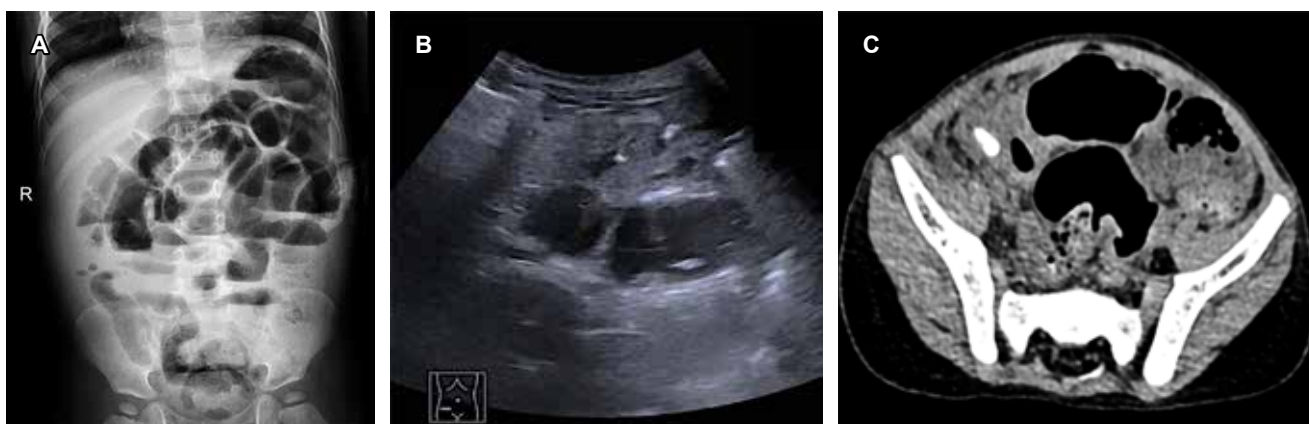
A) Radiografía abdominal: patrón intestinal con íleo; múltiples niveles aire-líquido. B) Ecografía abdominal: asas intestinales dilatadas, con contenido neumofecal abundante y líquido intraluminal, sin líquido libre y sin elementos apendiculares. C) Tomografía abdominal simple: íleo inespecífico, material hiperdenso inespecífico en íleon distal.
